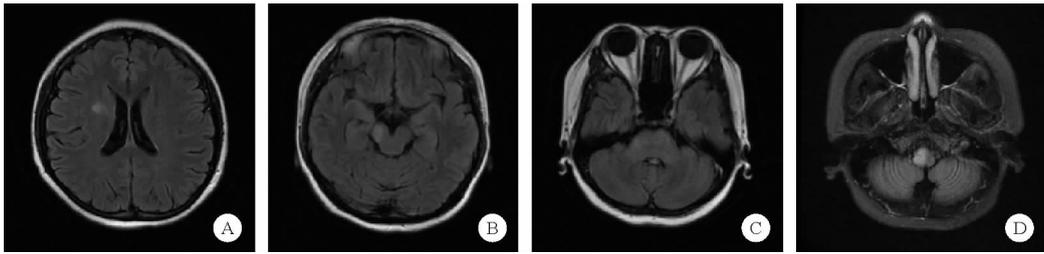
2020 年 8 月 8 日患者颅脑 MRI 检查结果(A:右侧半卵圆中心;B:中脑;C:桥脑;D:延髓)
